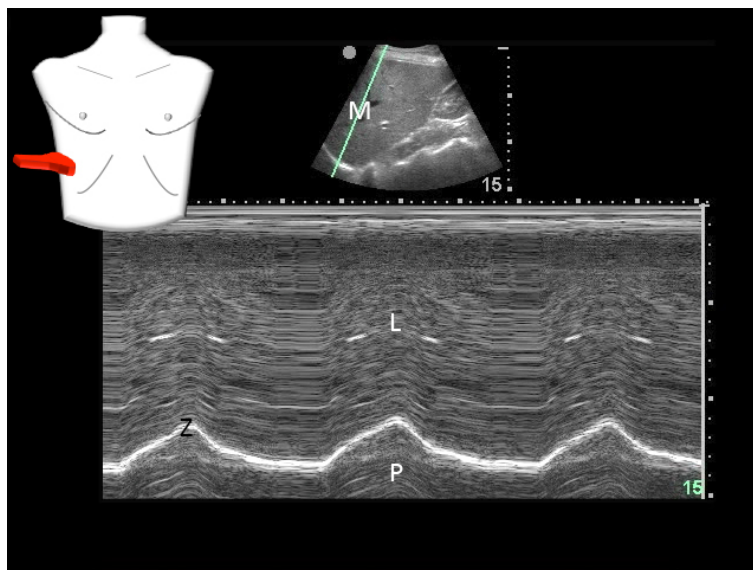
Sonografische Darstellung der Leitstrukturen in der FAST 1 Position
